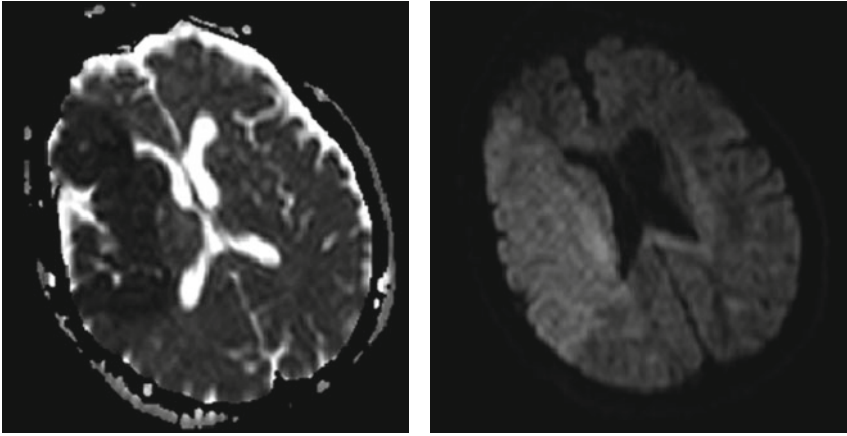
Accident vasculaire cérébral ischémique sylvien total droit en IRM.
